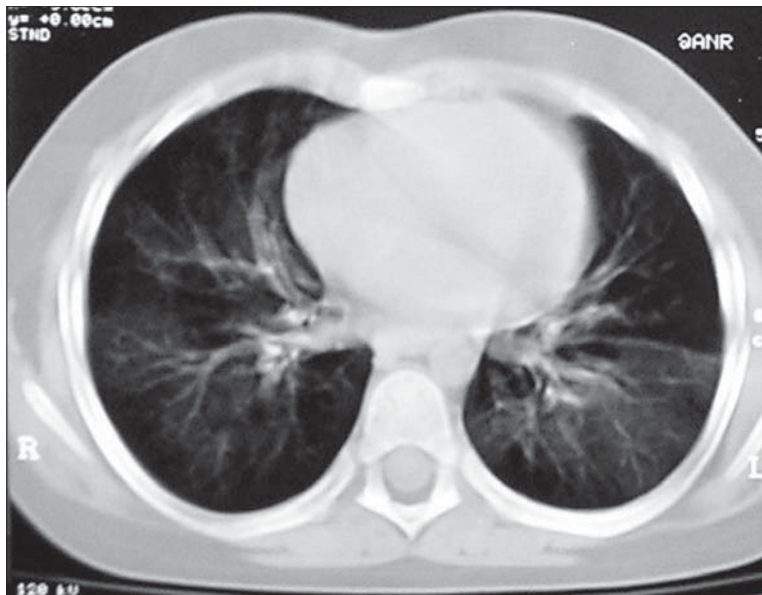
Secțiune toracică axială CT. Scizura oblică stângă: linie fină densă, parahilară cu traiect orizontal.
